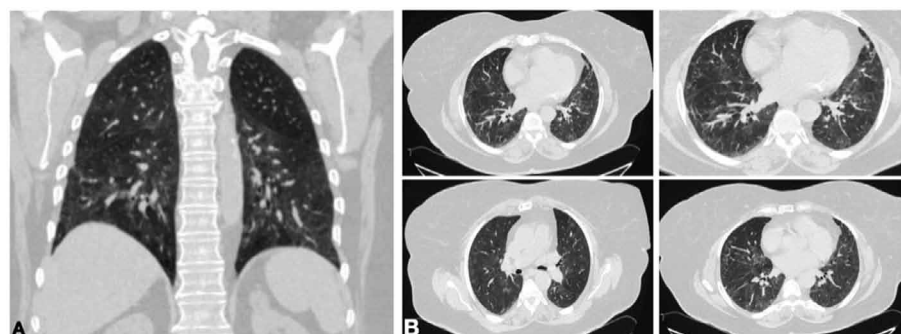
Данные КТ легких пациентки Ж., 68 лет, после перенесенной коронавирусной инфекции крайне тяжелой степени от 12.2020 (А – фронтальная проекция, В – аксиальная проекция)
